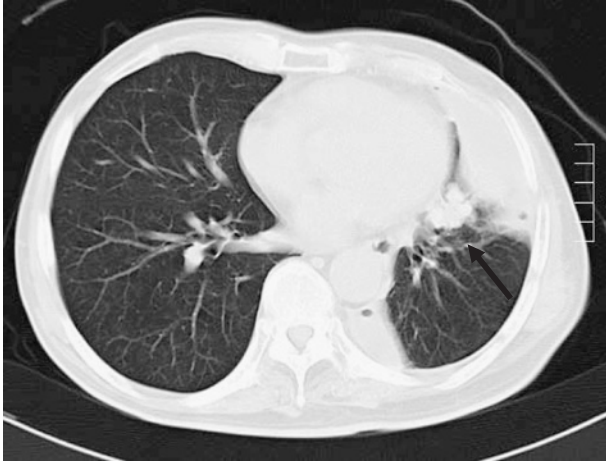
Chest CT scan after 6 months shows a pulmonary parenchymal nodule in the left lower lobe (arrow).
